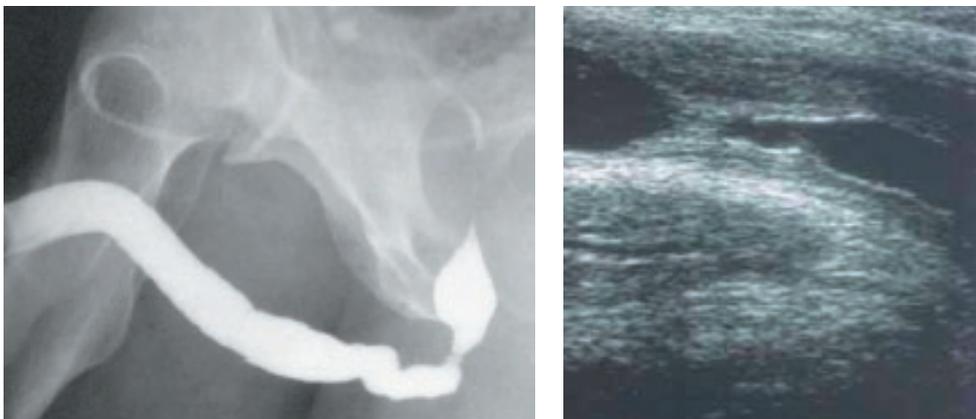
+b: Retrogrades Urethrogramm und Harnröhrensonographie einer 3 cm bulbären Urethrastriktur.
